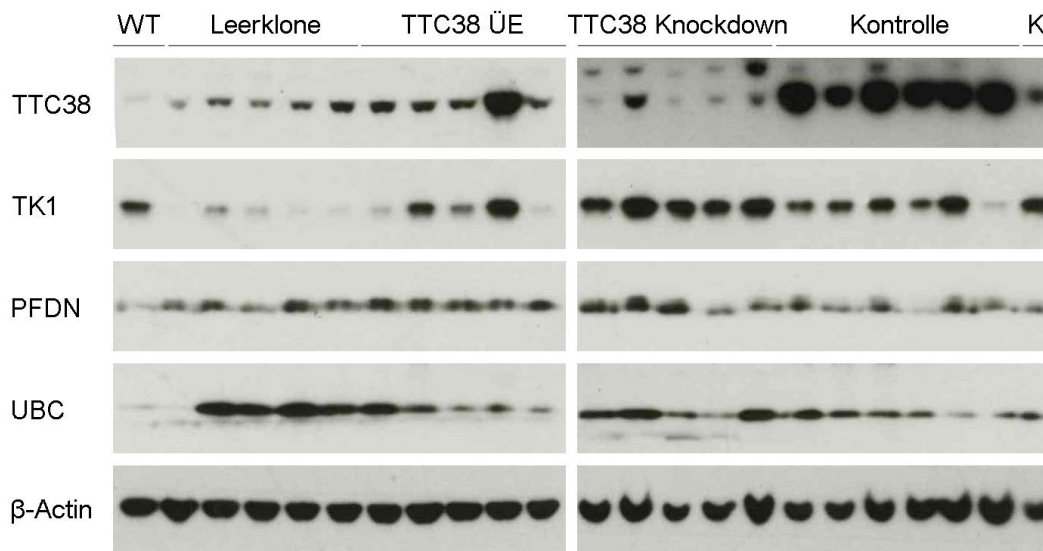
Western Blot der potentiellen TTC38-Interaktionspartner TK1, PDFN1 und UBC. Dargestellt ist außerdem die TTC38 Expression der Klone sowie β-Actin als Haushaltsprotein. TK1 ist in den TTC38-knockdown Klonen aber auch in den TTC38-Überexpressionsklonen stärker exprimiert als in den jeweils zugehörigen Kontrollklonen. Eine eindeutige Deregulation von PDFN1 und UBC ist nicht nachweisbar.
